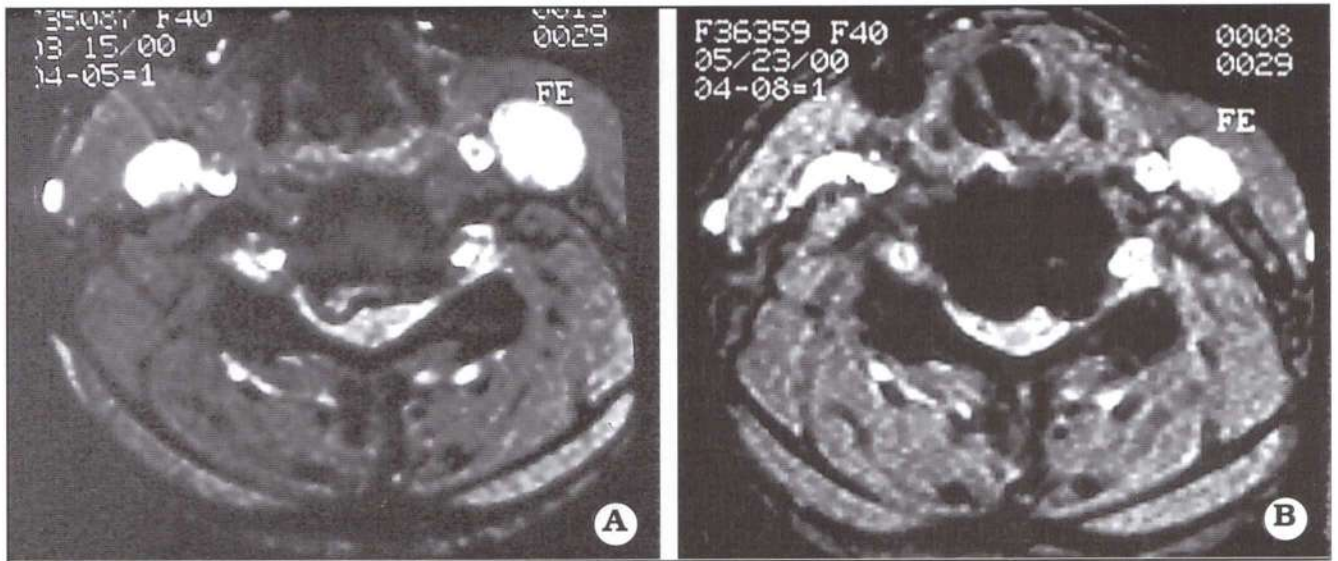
Caso 1. A. IRM axial preoperatoria que muestra una hernia blanda posterolateral C5-6. B. IRM axial postoperatoria que muestra el canal ocupado.
